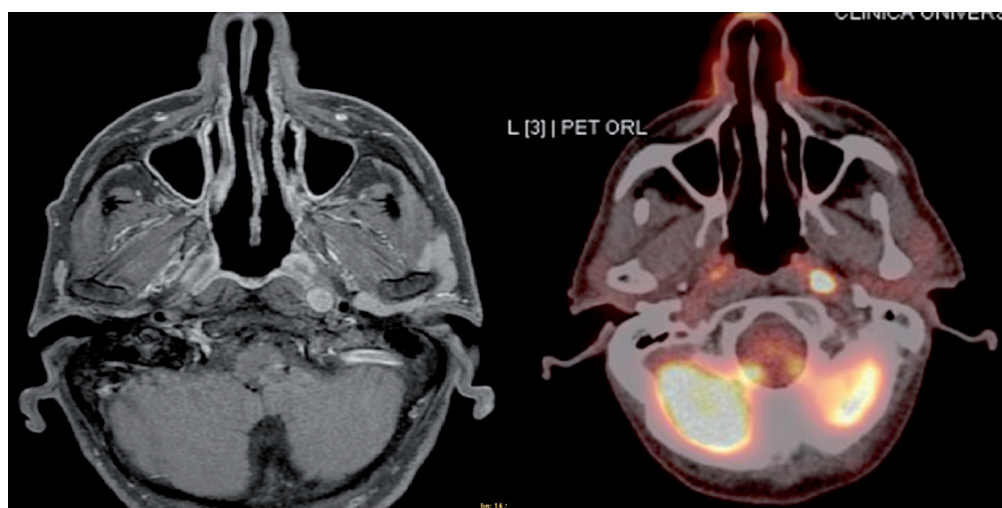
Imágenes de la recidiva retrofaríngea obtenidas con resonancia magnética (izquierda) y tomografía por emisión de positrones (derecha).
